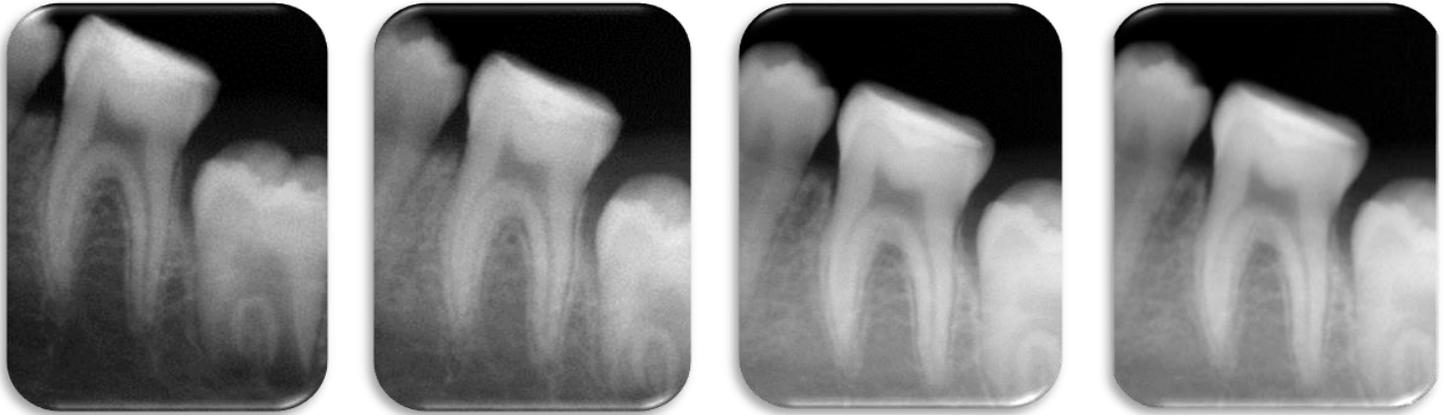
Radiografías intraorales de seguimiento uno, tres, seis y nueve meses.
